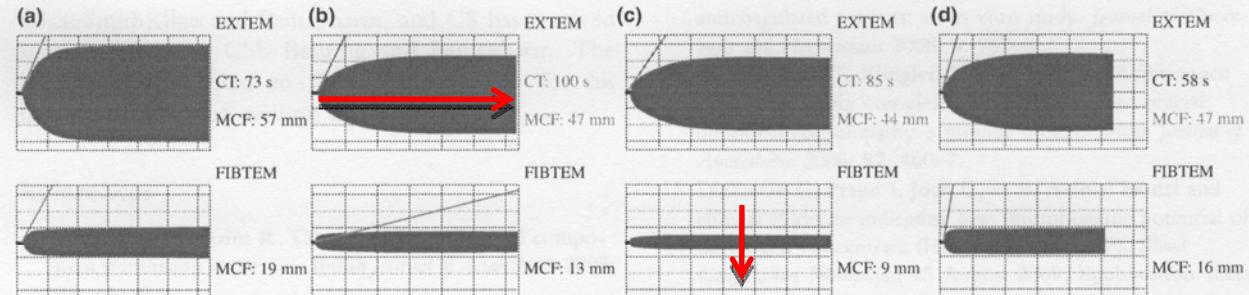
ROTEM analysis: (a) normal, for comparison; (b) after surgery, following administration of 9 g fibrinogen upon arrival at the intensive care unit; (c) after administration of 2000 U prothrombin complex concentrate (PCC), that nearly normalised the EXTEM clotting time (CT); and (d) after administration of a further 4 g fibrinogen concentrate and 2000 U PCC, resulting in a further decrease in EXTEM clotting time CT and an improvement in overall maximum clot firmness (EXTEM MCF) and fibrin-based clot firmness (FIBTEM MCF). The EXTEM test evaluates coagulation activated via the extrinsic pathway, while the FIBTEM test evaluates the fibrin-based clot. Clot firmness < 20 mm is marked with pink, and ≥ 20 mm with blue.
